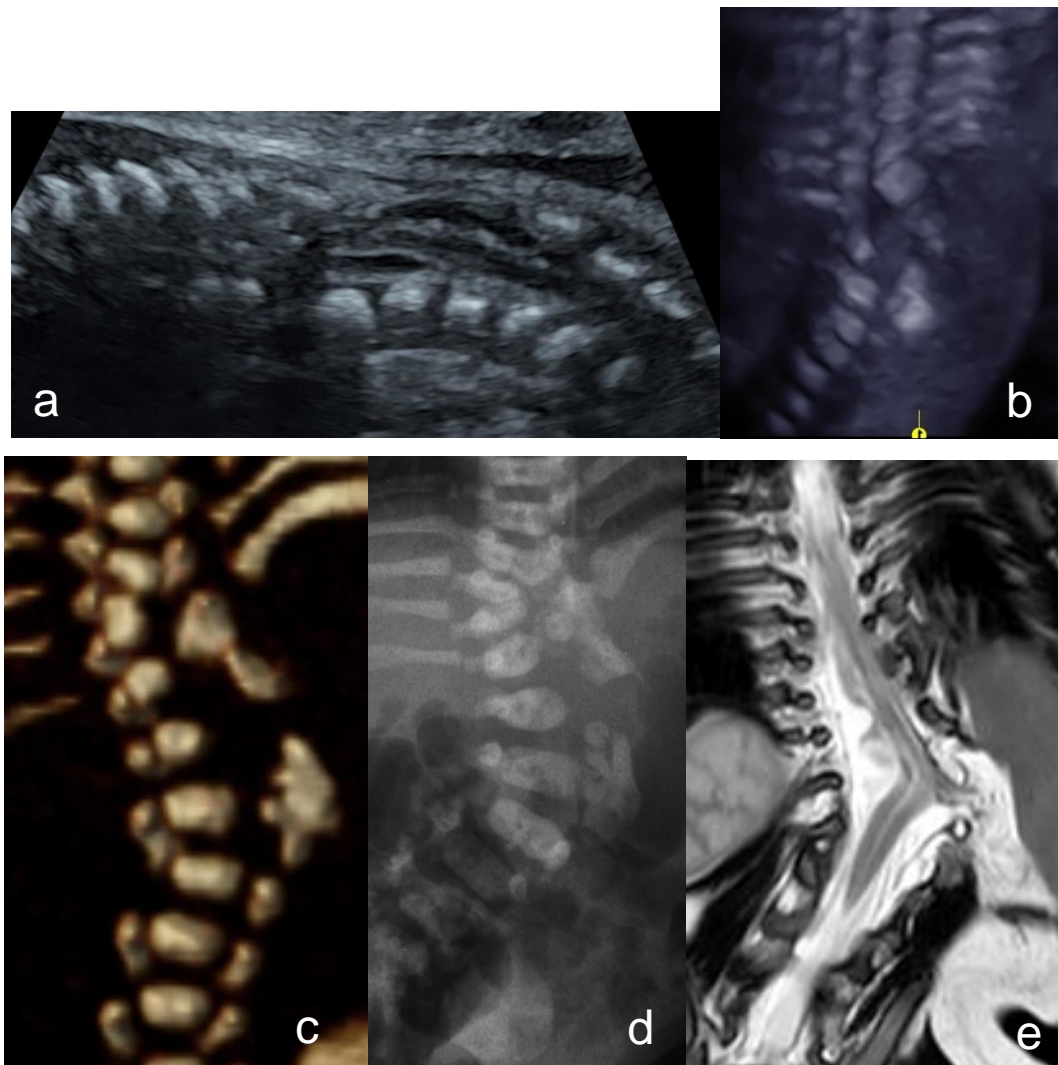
Echographie diagnostique à 27 SA + 1 jour (remerciements au Dr VAAST) centrée sur le rachis lombaire, en coupe sagittale (a) et en reconstruction 3D (b), décrivant des anomalies morphologiques vertébrales difficiles à caractériser en échographie et une anomalie de courbure du rachis. Le scanner fœtal (c) et les radiographies du rachis post-natales (d) confirment les anomalies et caractérise un puzzle vertébral thoraco-lombaire. Le diagnostic final posé par l'IRM médullaire post-natale (e) était une lipomyélingocèle latérale, diagnostic non évoqué en anténatal.
